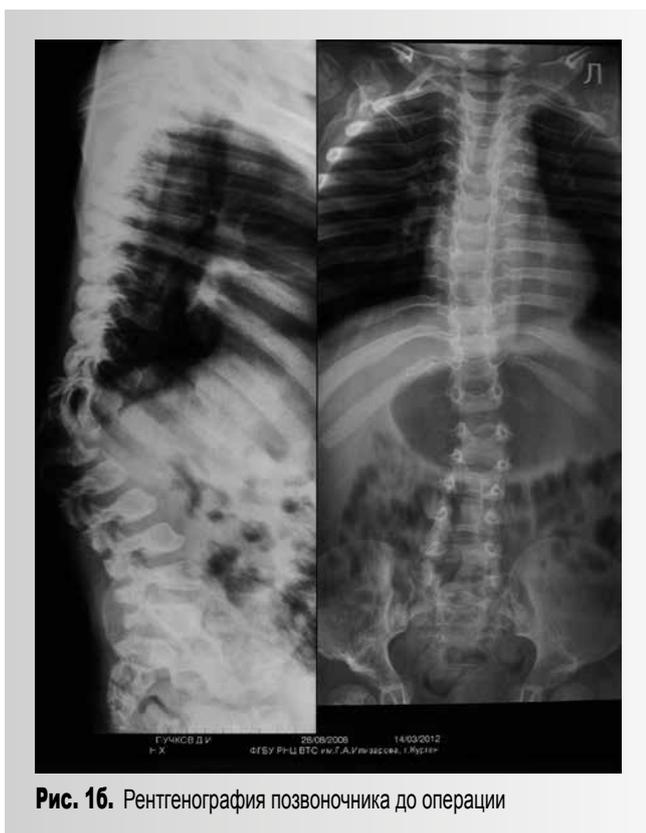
Рентгенография позвоночника до операции
